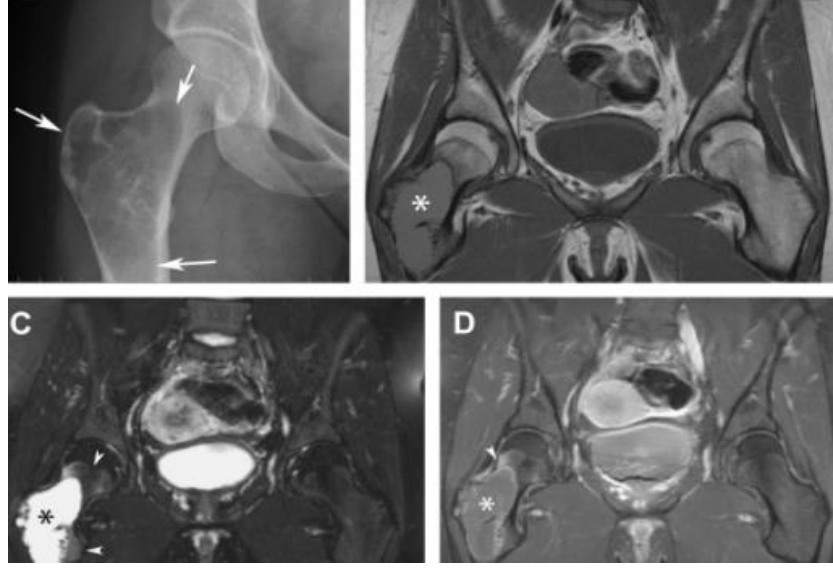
Kalça eklemi BT görüntüsü (Li ve diğerleri, 2018)
